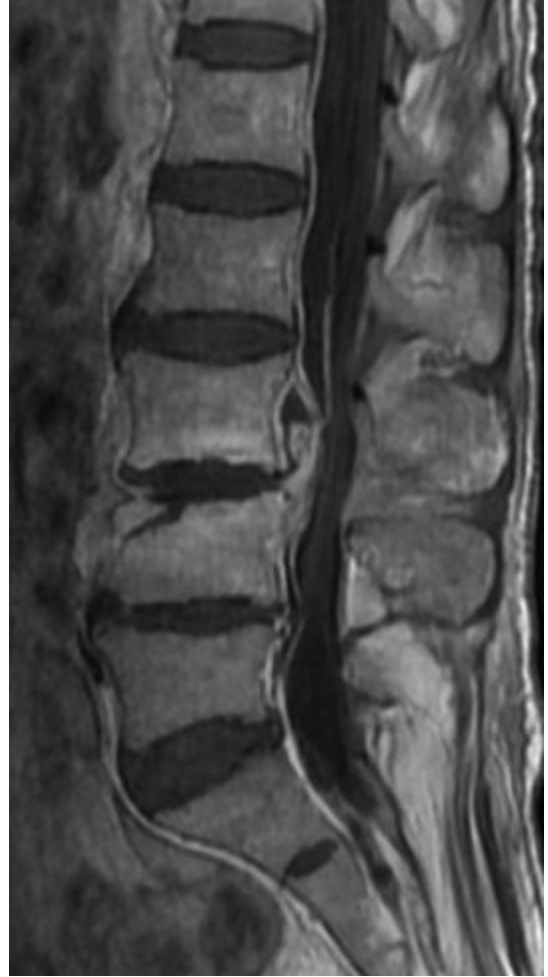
Ameliyat öncesi sagittal kontrastlı T1 lomber spinal MRG.
